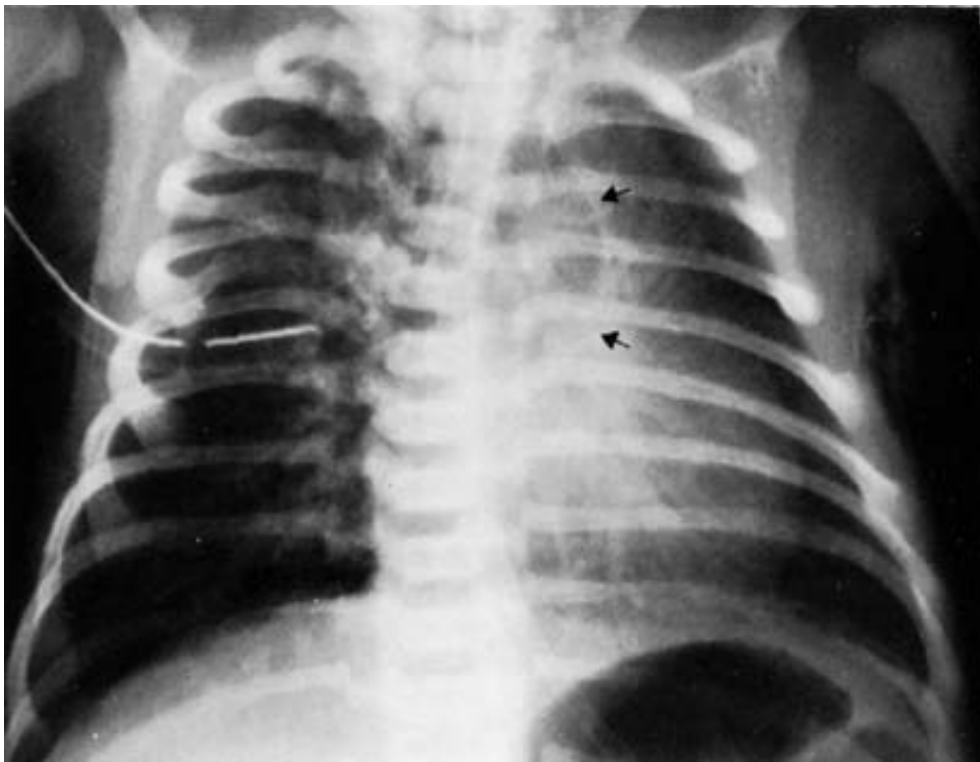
97. Radiografía frontal de tórax, paciente con neumotórax a tensión derecho, la sobredistensión comprime el hemidiafragma y desplaza el mediastino a la izquierda, la pleura mediastinal cruza la línea media (flechas). Hay un tubo de pleurostomía de lado derecho.
